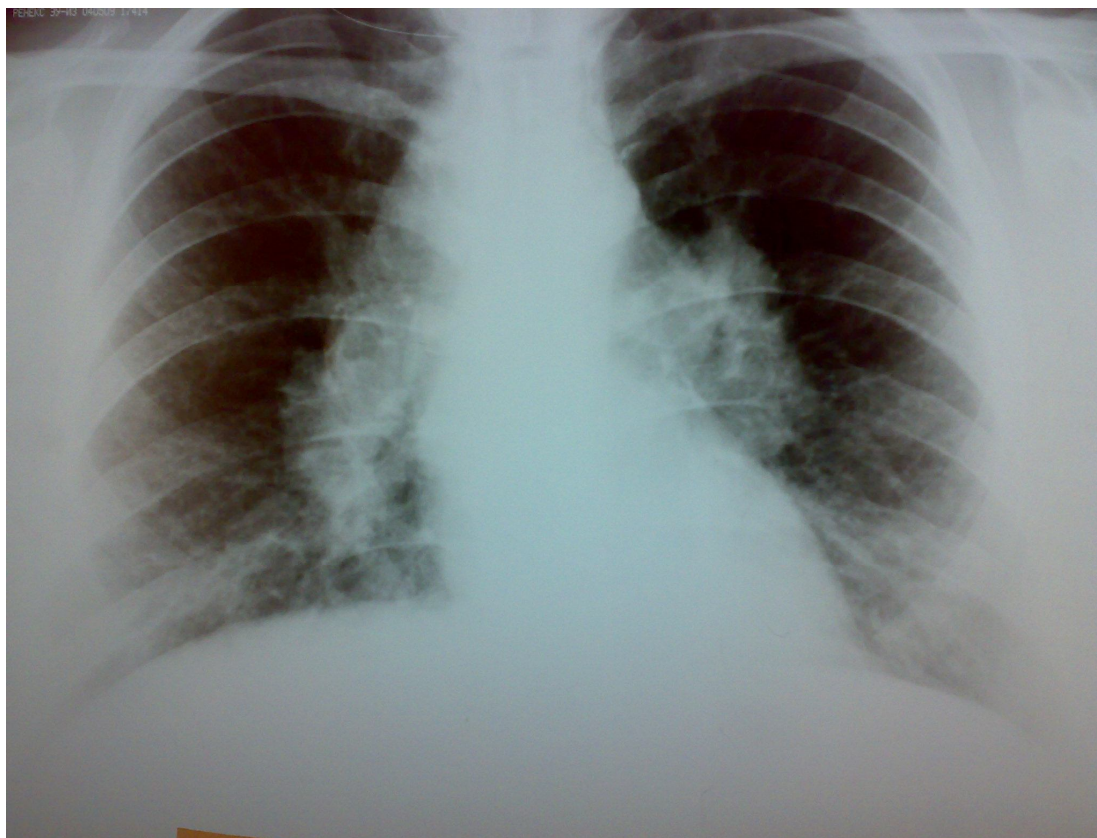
Рентгенограмма грудной клетки – 2-х сторонняя лимфаденопатия при саркоидозе.
